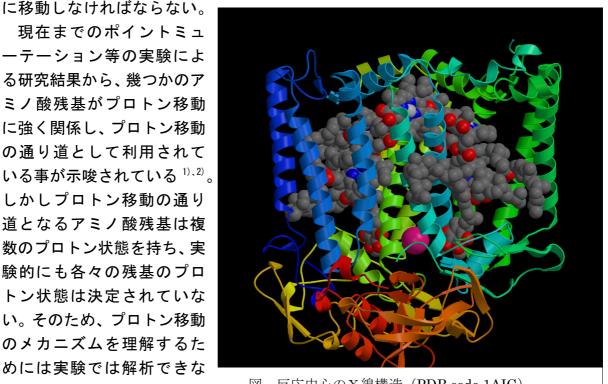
図 反応中心のX線構造 (PDB code 1AIG)
